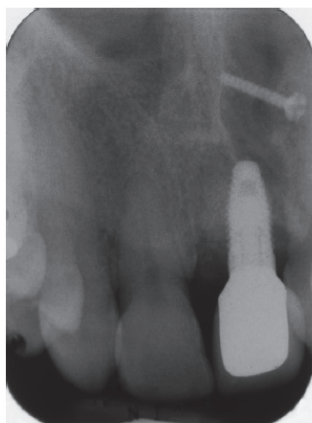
radiographie rétro-alvéolaire à 8 mois, après pose d'implant et confection prothétique
